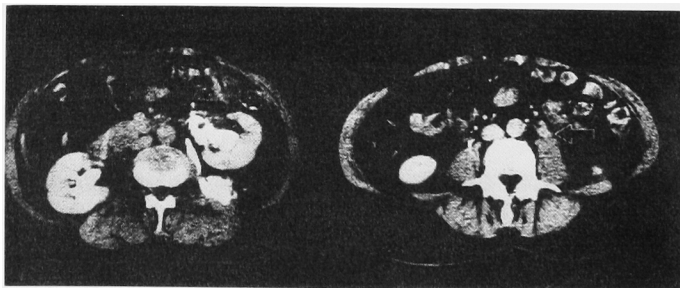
Abdominal CT scan demonstrates extravasation of contrast materials and water density area in Gerota's fascia. The wall of left ureter is thick at the level of the lower pole of left kidney.
